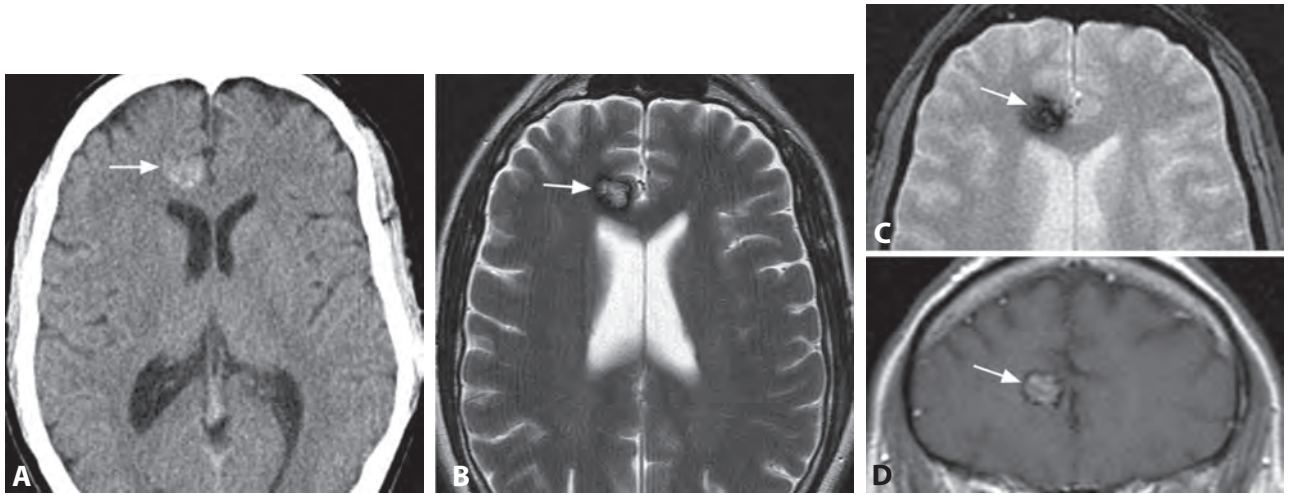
КТ-изображение без контрастирования (А): гиперденсивный очаг в правой лобной доле (стрелка) без объемного воздействия. Т2в-изображение (В) на сходном уровне показывает центральную гетерогенную гиперинтенсивность с темной каймой по периферии (стрелка). Соответствующее Т2*-в-изображение (С) показывает потерю сигнала поражения (стрелка) и картину, сходную с показанной на рисунке В (стрелка) во фронтальном Т1в-изображении (D).
